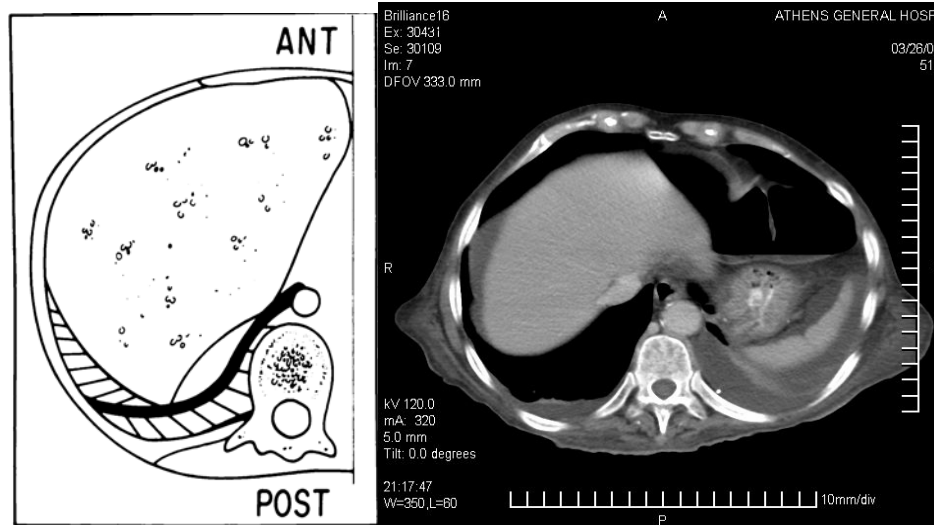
Ilustrarea semnului deplasării stâlpilor diafragmatici în prezența lichidului pleural și a ascitei. Linia neagră îngroșată reprezintă stâlpul diafragmatic medial și în continuare lateral este diafragma. O colecție pleurală va îndepărta stâlpul de coloana vertebrală, iar ascita va fi localizată în interiorul diafragmului. Pe imaginea CT se evidențiază atât colecția pleurală, cât și ascita.
